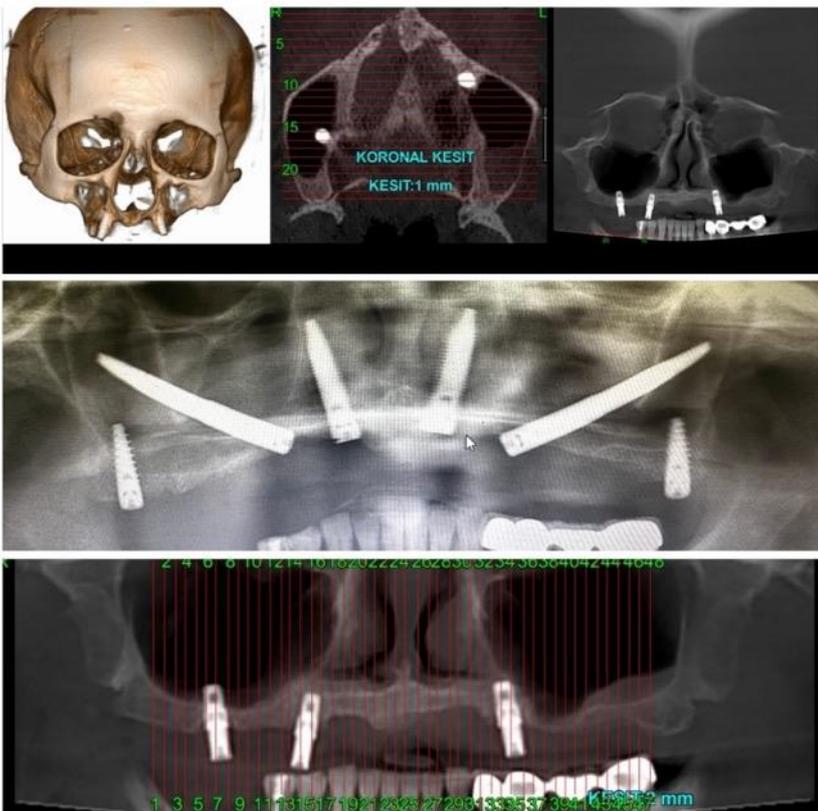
(C) Post-op CBCT image of patient with placement of zygomatic, pterygoid and transnasal implants bilaterally.
